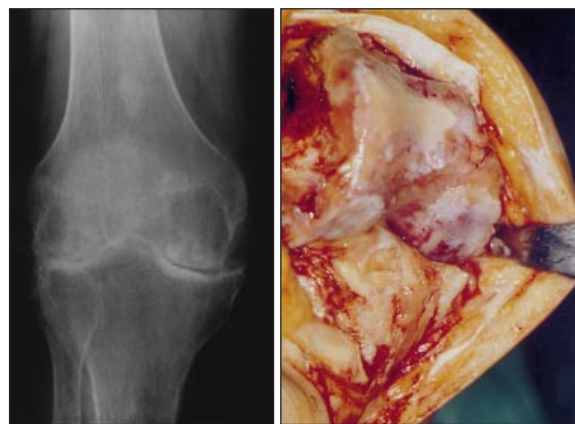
Röntgenbild und intraoperativer Befund eines Kniegelenks bei einer deutlichen Gonarthrose
